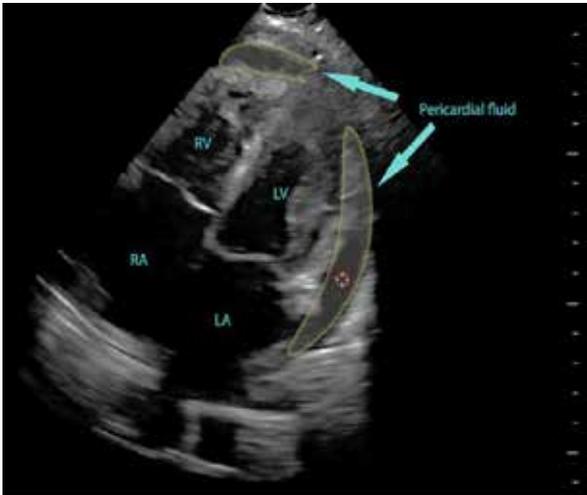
Evidencia del uso de inteligencia artificial en una plataforma creada para la formación de cirujanos pediátricos en ecografía de cabecera, utilizando el protocolo FAST, entre otros métodos. En las imágenes, se evidencia líquido pericárdico en un niño de 10 años que se queja de disnea.¹²
